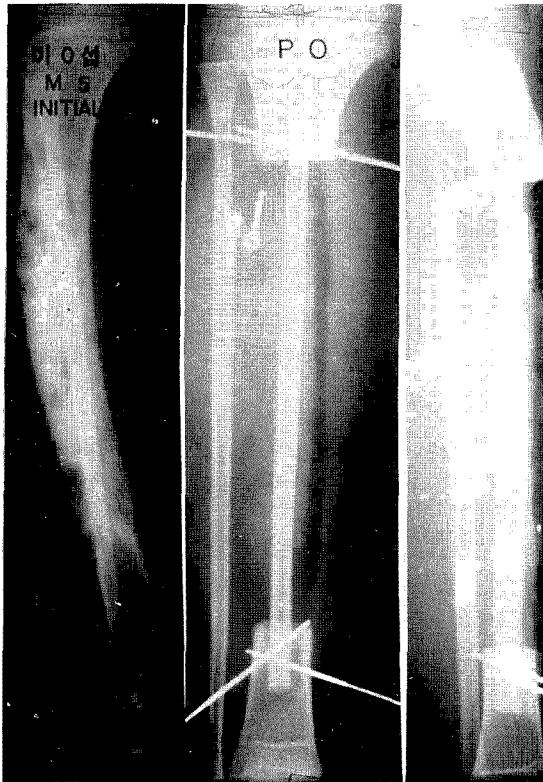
radiolucent mass with sclerotic rim is seen of the Rt tibia. the large mass of Rt tibia has multiple ridge. --- Radiographs after wide excision and vascularized fibular graft
